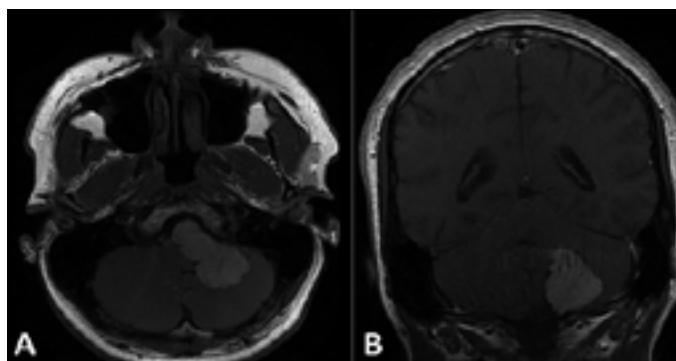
(A/B) MRI lesion with a dual tail in the clivus direction and an essential portion of the occipital bone.
